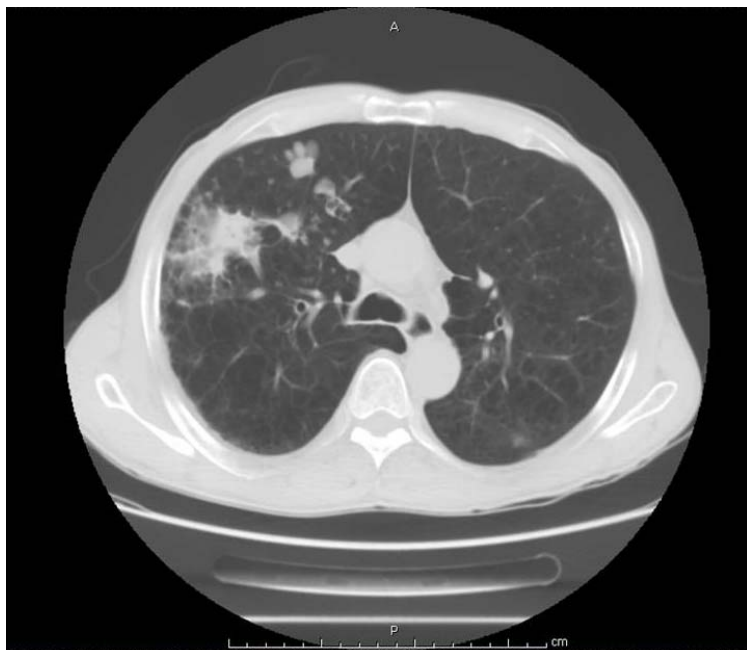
Immagine TAC del secondo ricovero
